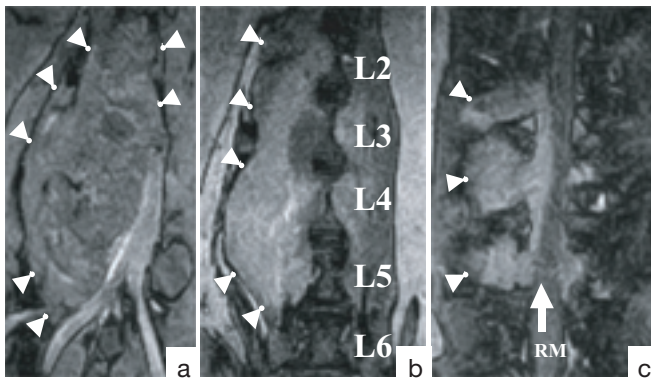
MRT-Aufnahmen, mit Kontrastmittel i.v.
